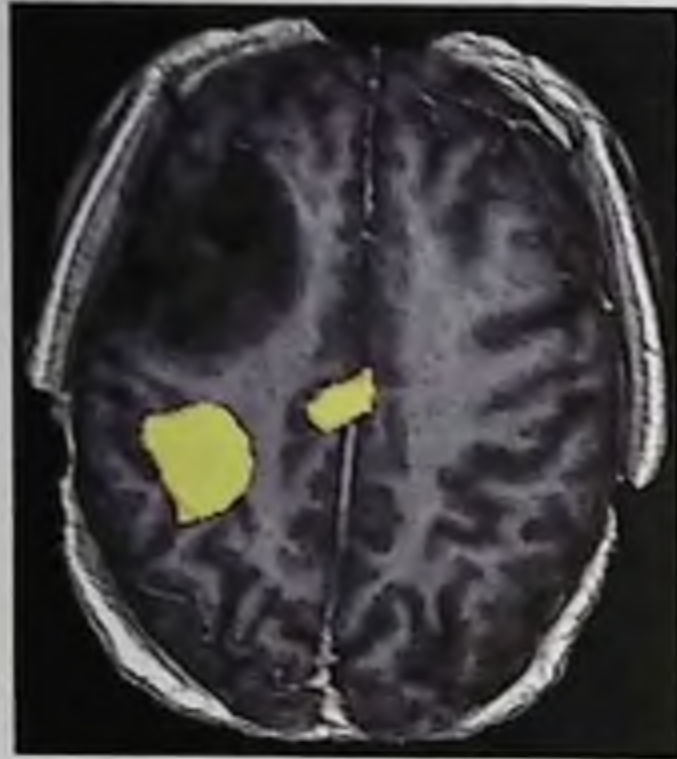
Функциональная магнитно-резонансная томография: желтым обозначены сенсомоторные зоны левой руки (латерально) и ноги (медиаьно); кпереди от них — опухоль правой лобной доли
